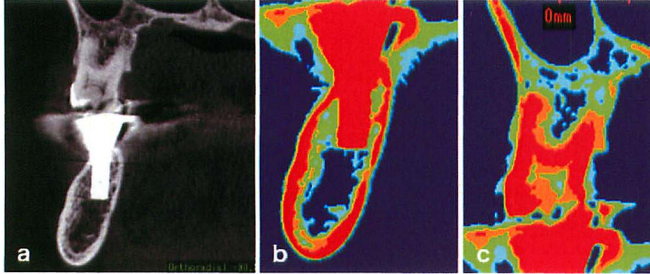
図3とほぼ同じ位置の経過観察時のCT画像。図3の埋入直後と比較すると、白黒のCT画像(a)ではわからないが、CT値に色づけしたb, cではインプラント周囲ならびにその対合歯周囲のCT値は高くなり、また海綿骨が増え、咀嚼による骨の活性化が認められる。
